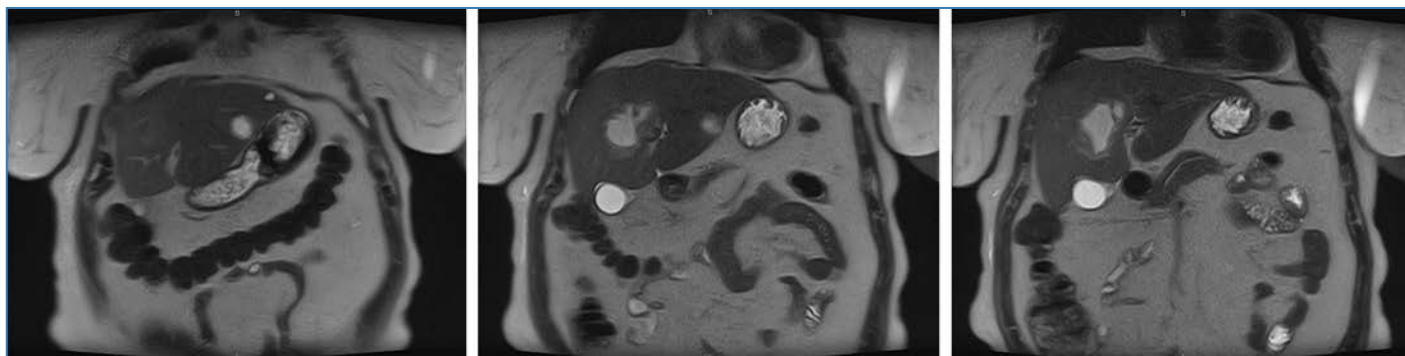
МРТ-изображения первого исследования у пациентки А. (февраль, 2019)
